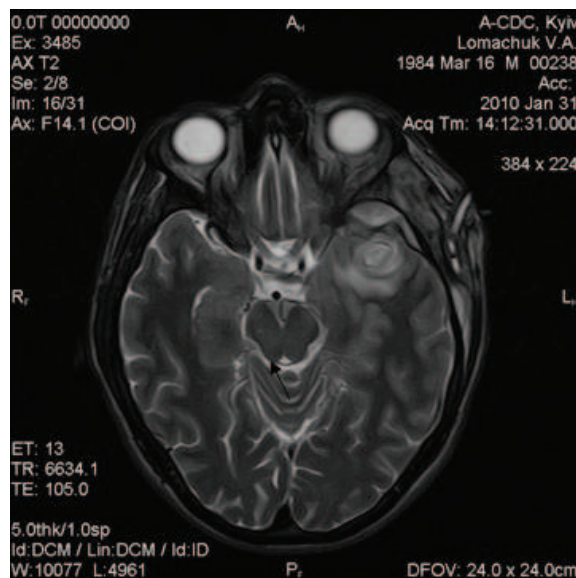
МРТ больного Л., 26 л. Д-з: абсцесс левой лобной доли мозга.
